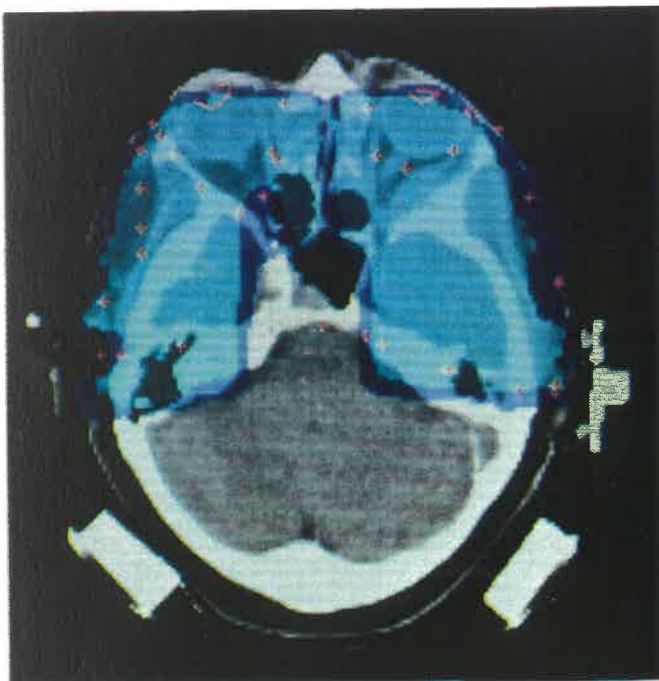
Transversal-Schnitt in CT-Schicht 14*
